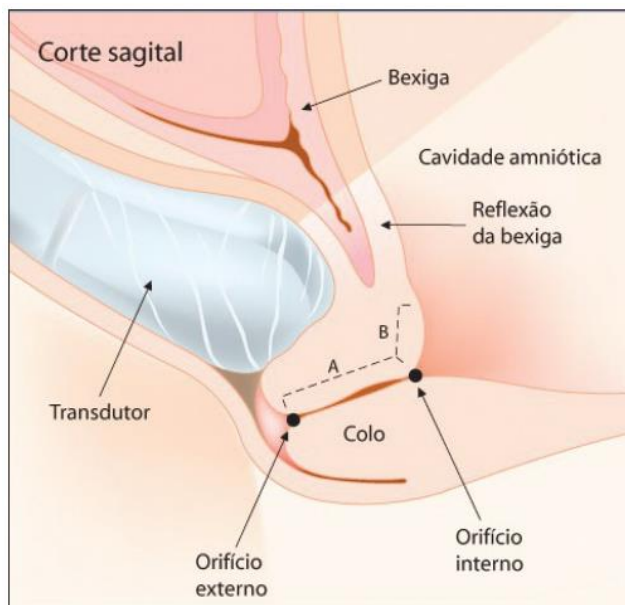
Medida do comprimento do colo pela ultrassonografia endovaginal
